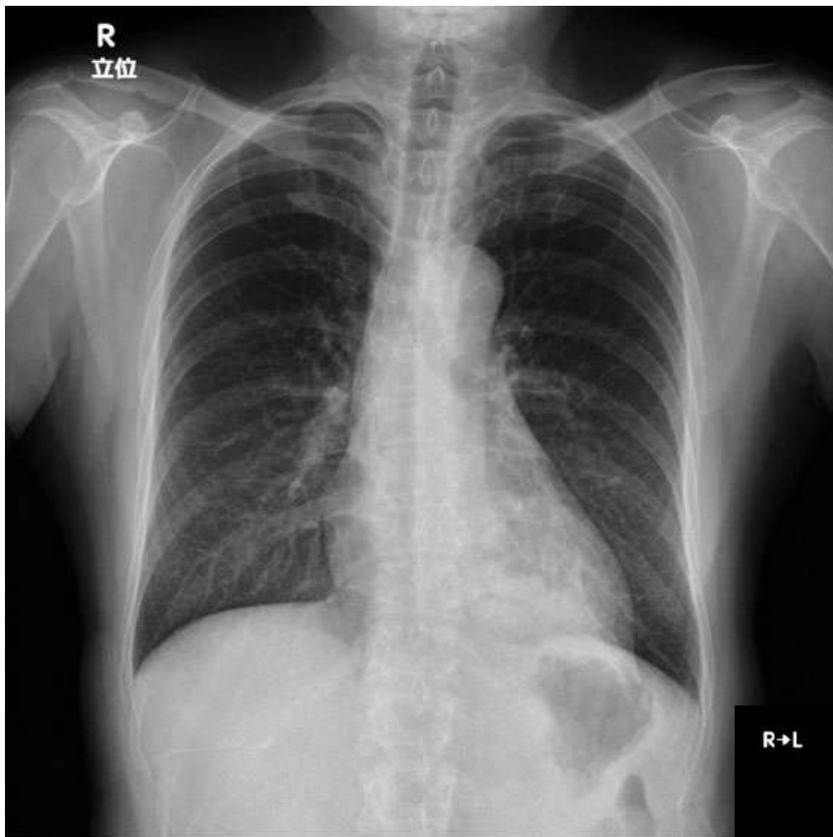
胸部X線(立位正面:A→P, 立位側面:R→L)
